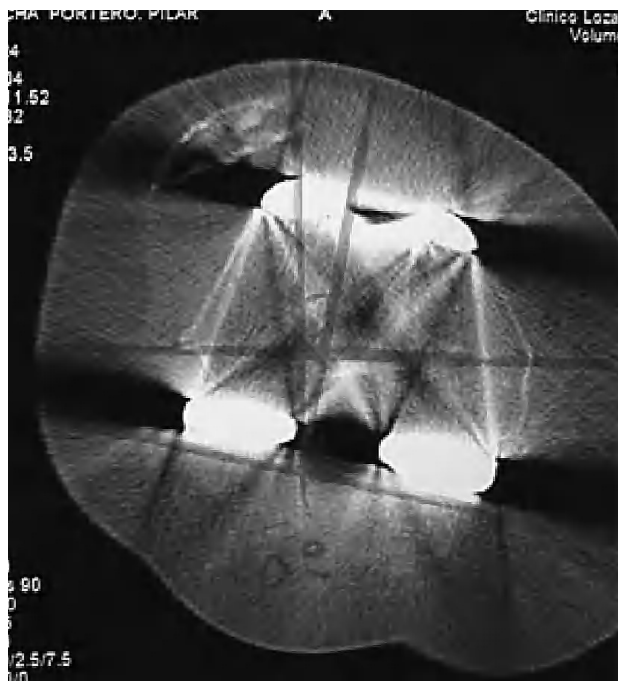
Estudio con tomografía axial computarizada en una paciente portadora de una prótesis total de rodilla (PTR) con luxación rotuliana. El componente femoral tiene un ángulo entre LE-LCP de 10° en rotación interna.
